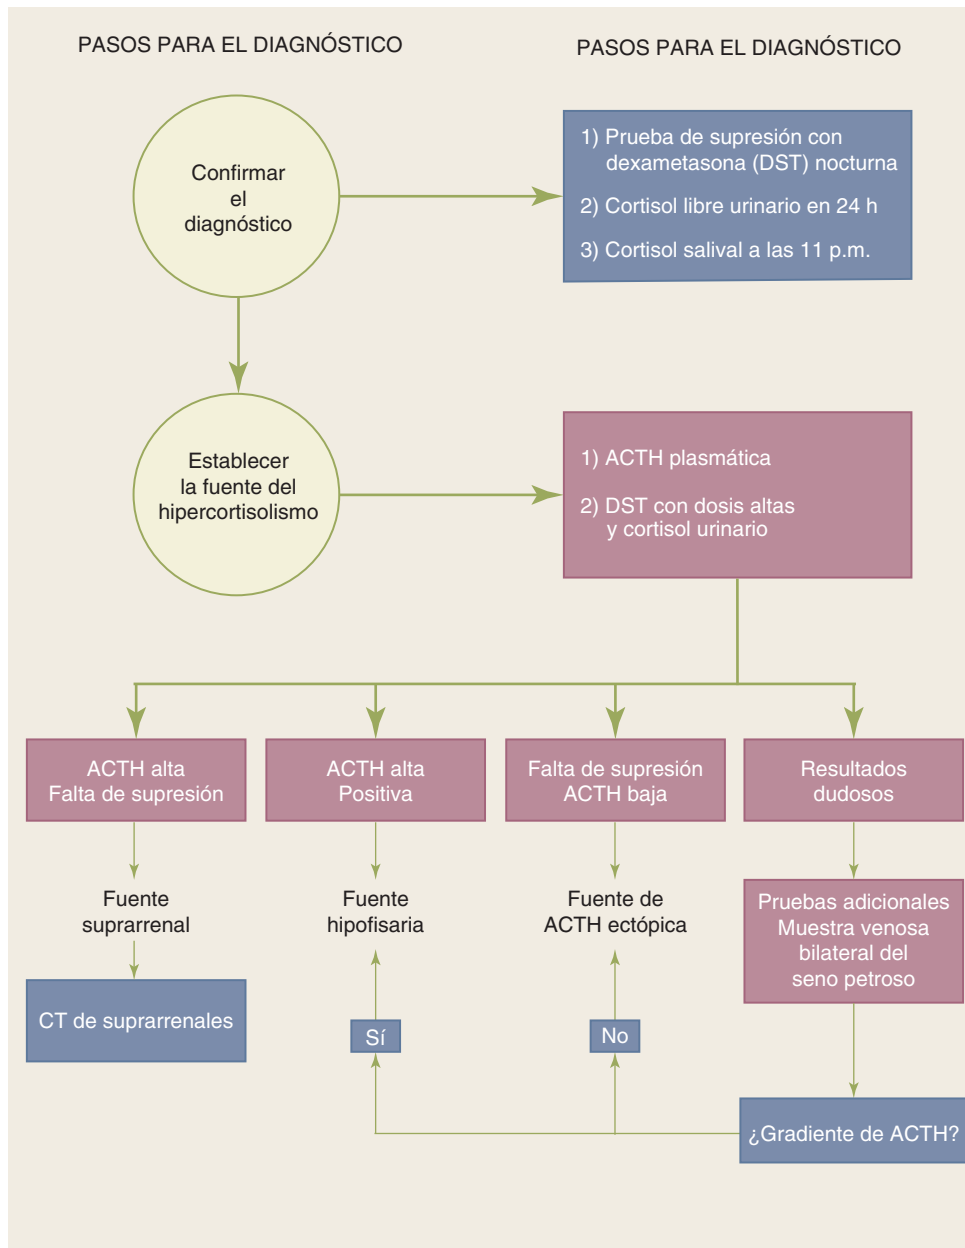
Diagnóstico del síndrome de Cushing. ACTH, hormona adrenocorticotropa; CT, tomografía computarizada.
